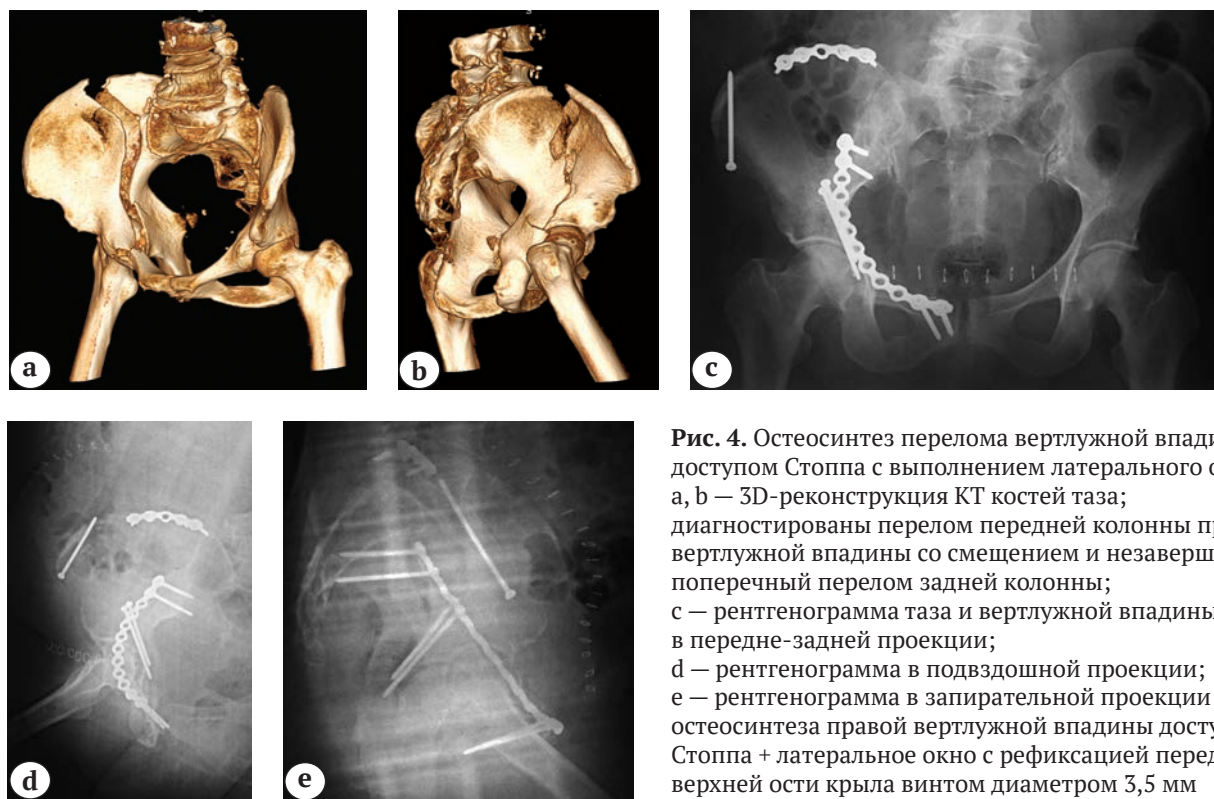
Остеосинтез перелома вертлужной впадины доступом Стоппа с выполнением латерального окна: а, b — 3D-реконструкция КТ костей таза; диагностированы перелом передней колонны правой вертлужной впадины со смещением и незавершенный поперечный перелом задней колонны; с — рентгенограмма таза и вертлужной впадины в передне-задней проекции; d — рентгенограмма в подвздошной проекции; e — рентгенограмма в запирающей проекции после остеосинтеза правой вертлужной впадины доступом Стоппа + латеральное окно с рефиксацией передней верхней ости крыла винтом диаметром 3,5 мм
